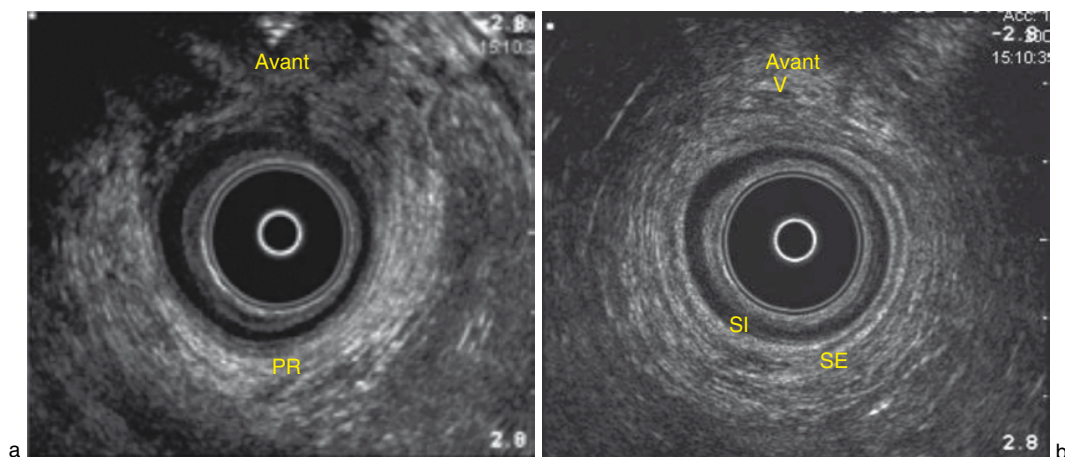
Échographie endo-anale normale.
